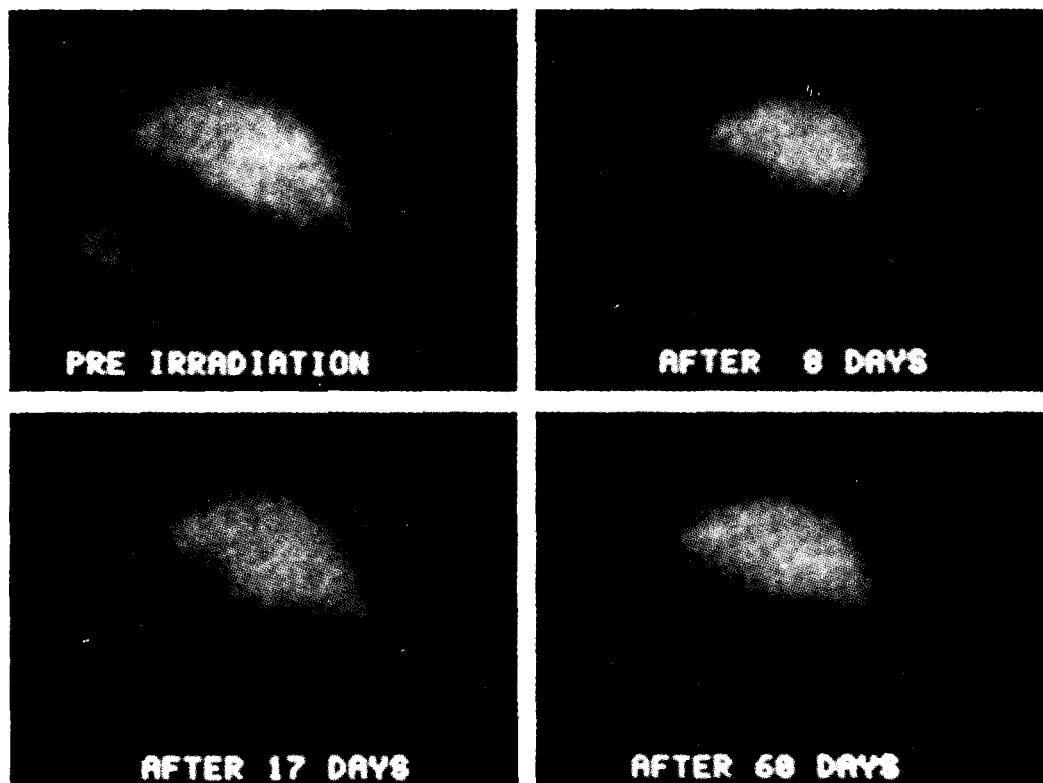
Changes in uptaking of ^{99m}Tc -phytate scintigram. Transient recovery of phytate uptaking was demonstrated.
